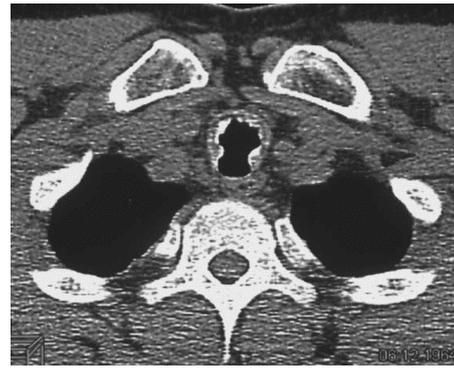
КТ-исследование (патологии не выявлено)
